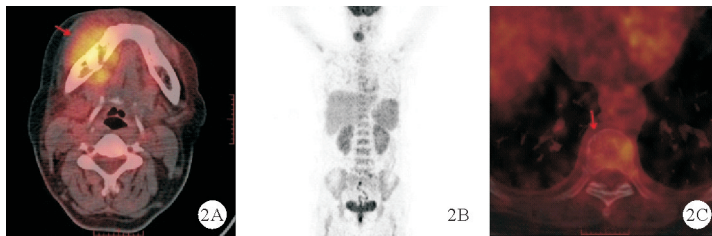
2022年3月14日患者PET-CT检查结果(A:右侧下颌骨溶骨性破坏局部结节状放射性摄取异常增高,SUV最大值6.63;B:全身最大密度投影,右侧下颌骨异常代谢增高;C:第7胸椎溶骨性骨质破坏,放射性摄取轻度增高,SUV最大值2.11;如箭头所示)
